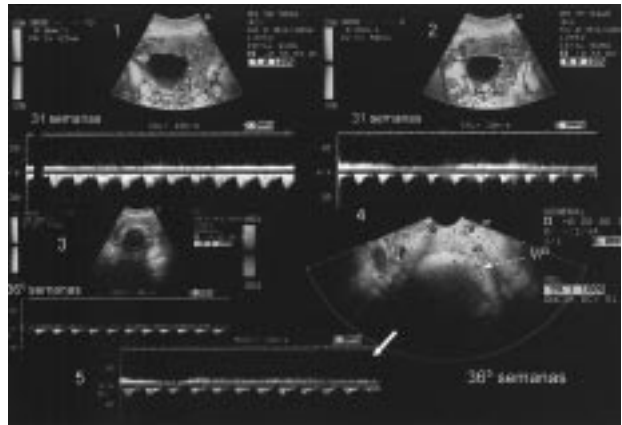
Caso 4. Fotogramas 1 y 2: semana 31. Imágenes de la VP a diferentes alturas una vez superada la presentación y dirigiéndose al orificio cervical interno. Fotograma 3: semana 36⁵. Doppler pulsado de la VP casi superando la presentación fetal. Fotograma 4: imagen de la VP por la vía transvaginal. Fotograma 5: exploración mediante Doppler pulsado de la VP donde a parte del componente arterial (umbilical) se objetiva la presencia de una fase venosa umbilical.
